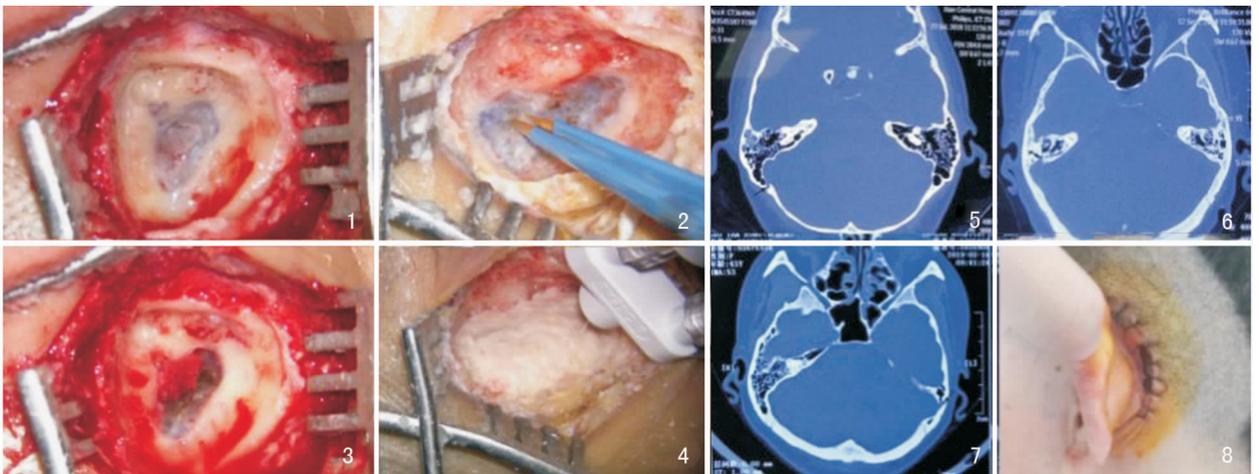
充分暴露乙状窦憩室部分,见一乙状窦憩室突出于乳突腔 图 2 用滴水双极电凝进行乙状窦缩窄术 图 3 乙状窦缩窄后暴露出的完整憩室腔 图 4 用骨粉骨粉覆盖乙状窦表面,用纤维蛋白胶滴于骨粉表面 图 5、6 右侧乙状窦憩室的 CT 影像学检查 图 7 左侧乙状窦憩室合并乙状窦骨壁缺损 CT 影像学检查 图 8 术后切口缝合图片,为耳后乳突切开常规切口
